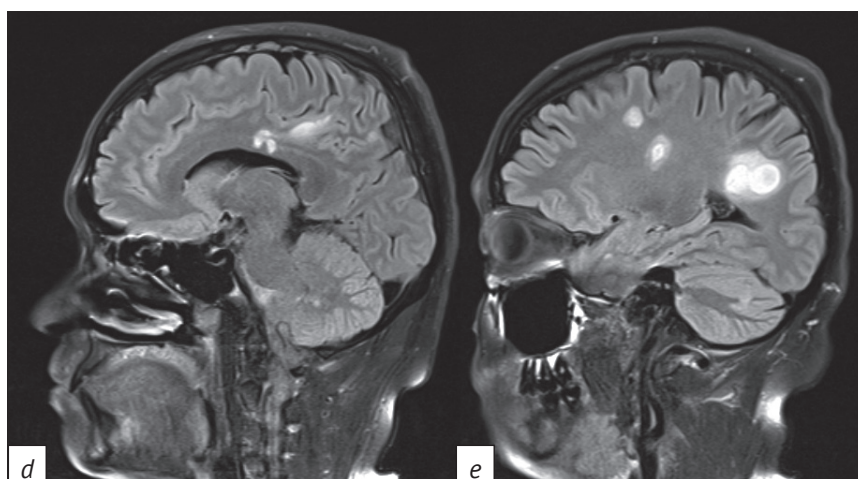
МР-томограммы головного мозга в аксиальной (а–с) и сагитальной (d, e) проекциях в режиме T2 dark fluid от 15.06.2023 г.: множественные гиперинтенсивные очаги в больших полушариях, парагиппокампально, в поясных извилинах, перивентрикулярном белом веществе, а также в мозолистом теле, стволе мозга и гемисферах мозжечка, преимущественно продолговатой формы, шириной от 0,2 до 2,0 см, некоторые с перифокальным отеком, местами сливающиеся между собой
